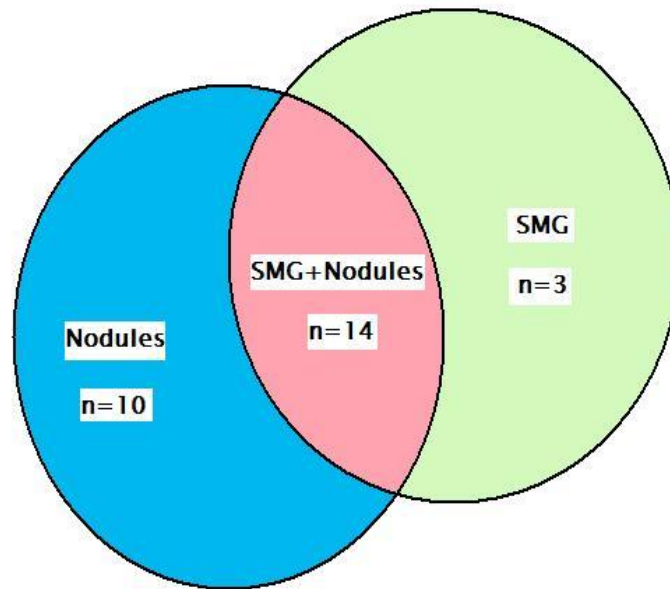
Anomalies spléniques objectivées par la TDM abdominale.
